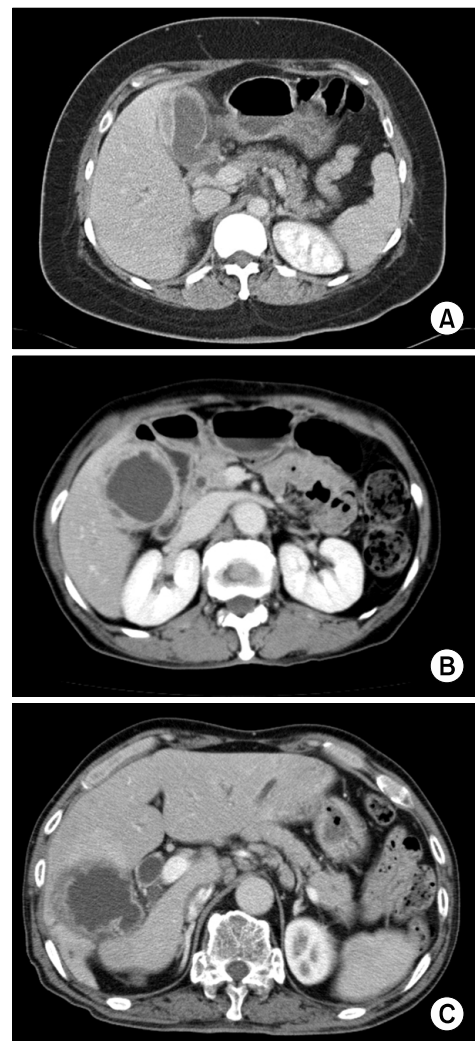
Several computed tomographic findings in patients with xanthogranulomatous cholecystitis. (A) CT scan shows focal gallbladder wall thickening and mass like lesion. This patient was diagnosed with gallbladder carcinoma pre-operatively. (B) CT scan shows diffuse gallbladder wall thickening with multiple intramural hypoattenuated nodules. (C) CT scan shows irregular gallbladder wall thickening with hyperemic change of gallbladder bed, and pericholecystic infiltration.
